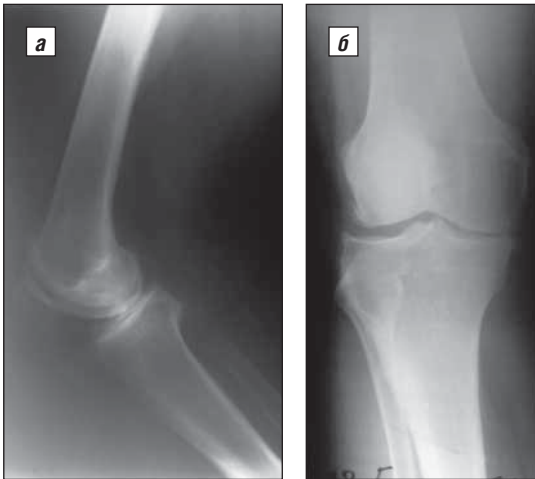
Рентгенограммы пациентки Б. при поступлении: а – боковая, б – прямая проекции
